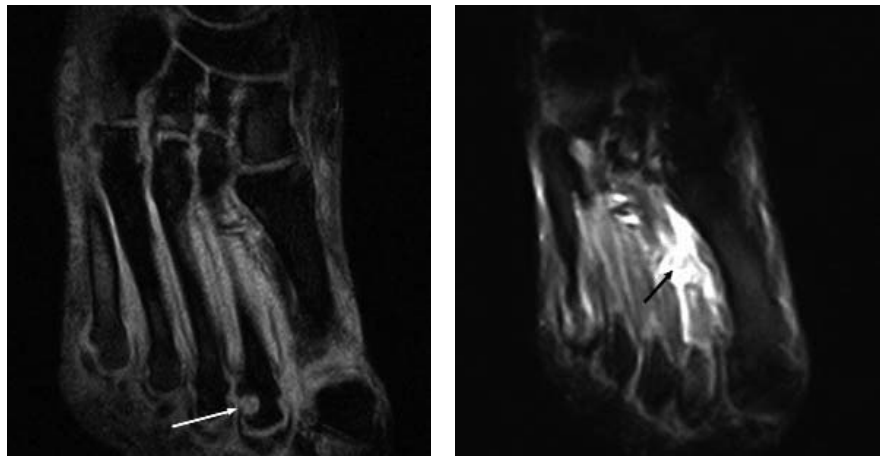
МРТ правой стопы: эрозия головки II плюсневой кости (белая стрелка), тендовагинит (черная стрелка)
